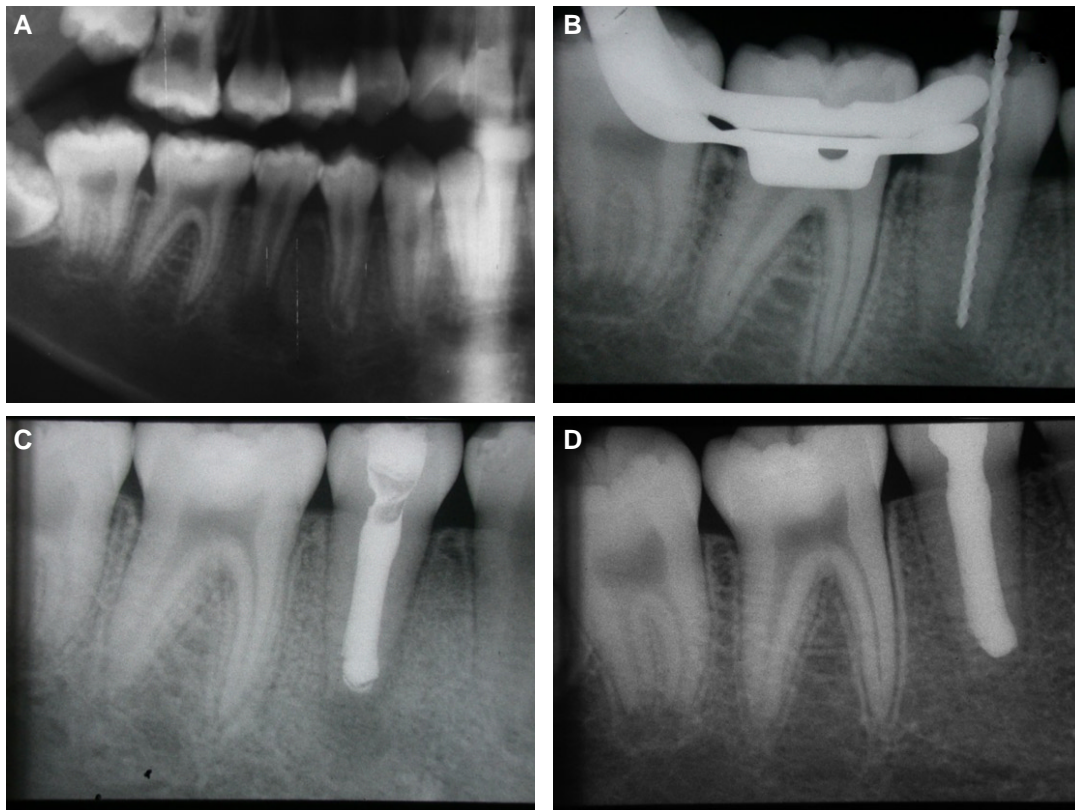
(A) Panoramic radiograph showing an open apex with a periradicular radiolucency of a tooth #45. (B) The working length was measured, and the canal was cleaned and shaped with 5.25% NaOCl. (C) After calcium hydroxide paste was introduced, the apical lesion was resolved. (D) 4-months radiograph showing the formation of apical barrier across the open apex. The canal was filled with a warm gutta-percha injection technique.
